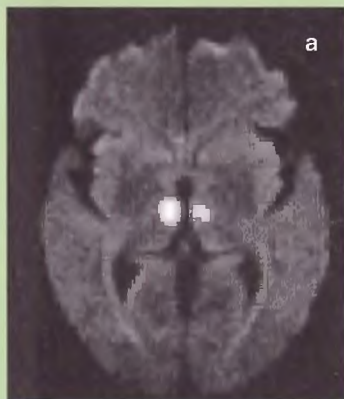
Двусторонние инфаркты таламуса: а — МРТ, диффузионно-взвешенное изображение выявило два очага острого ишемического поражения в медиально-ростральных отделах таламуса с обеих сторон; б — МРТ, T2-взвешенное изображение в режиме FLAIR (режим инверсии-восстановления с подавлением сигнала от свободной воды) выявило очаги ишемического поражения, которые видны менее четко, чем на диффузионно-взвешенном изображении. Из-за спутанного сознания больной во время исследования не мог лежать спокойно. Диффузионно-взвешенное изображение может быть получено через 4 с, а получение T2-взвешенного изображения занимает 3–5 мин
